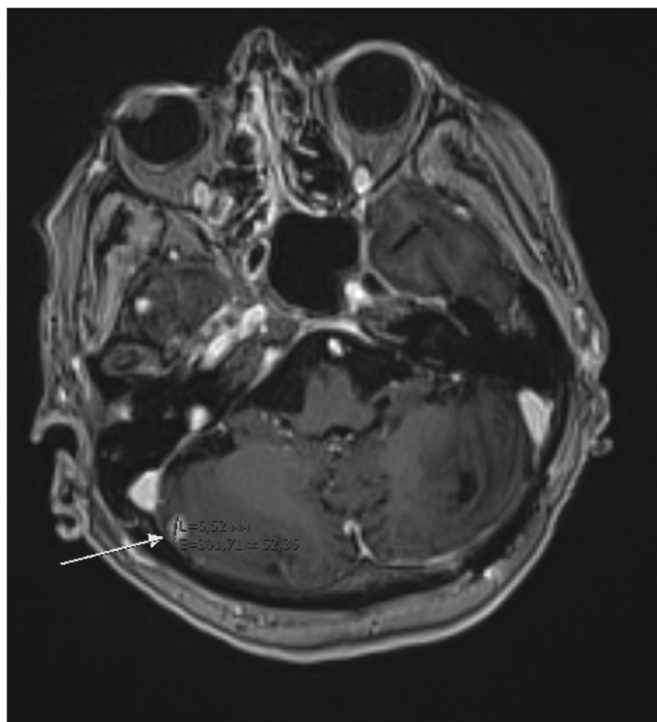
МРТ головного мозга от августа 2021 г.
